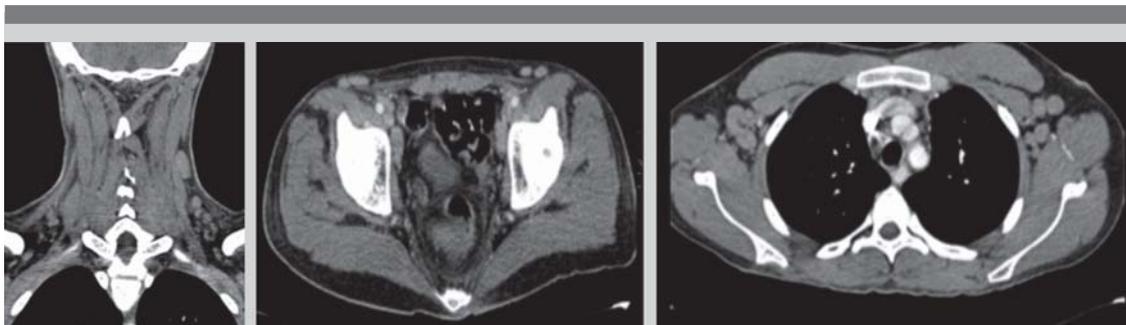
Tomografía de cuello, tórax y abdomen.
